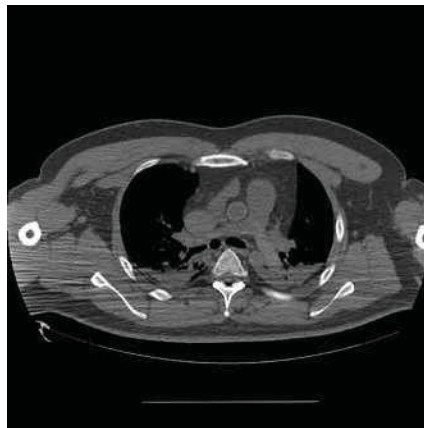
1 急性心筋梗塞に対して冠動脈のステント留置術 2 日目に急死。遺体の MRI 画像。肺動脈幹から左右の本幹にかけて内腔が不均一に見えるが、この所見がアーチファクトである可能性は否定できず、血栓の存在を確実に指摘できない。
